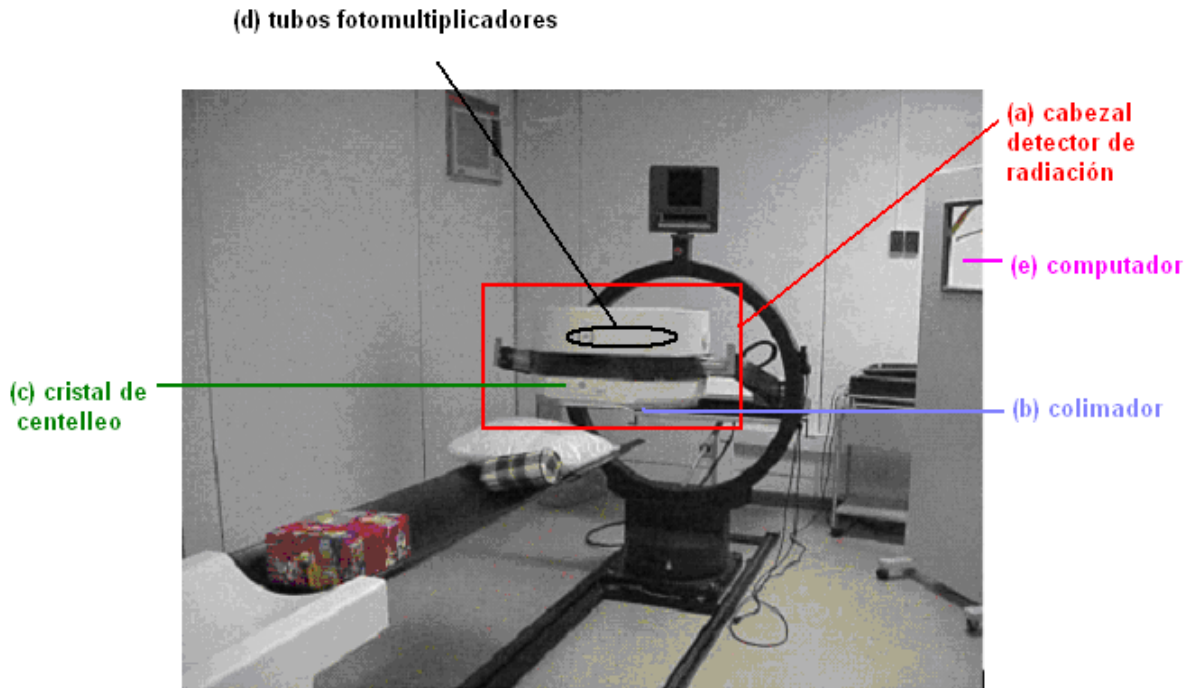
Gammacámara SPECT de 1 detector, General Electric.
